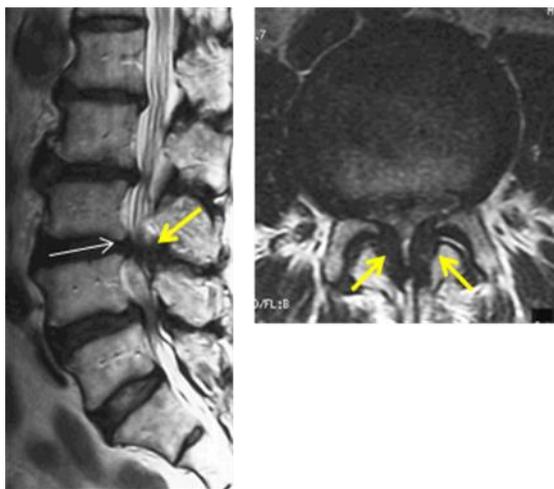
腰部脊柱管狭窄症の典型的MRI。黄色矢印は黄色靭帯の肥厚、白矢印は椎間板の膨隆を示す
